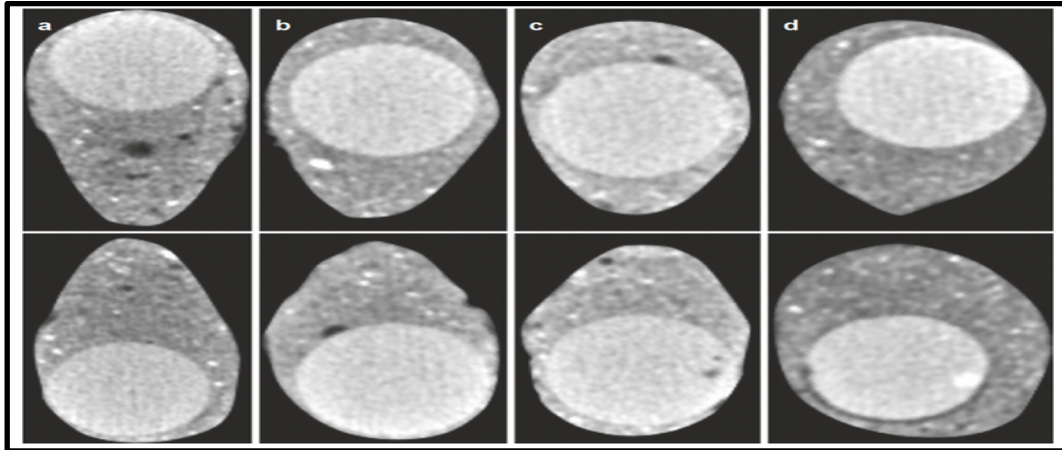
As imagens transversais do micro-CT dos canais radiculares, obturadas com BioRoot™ RCS e um único cone de guta-percha pelo clínico geral (a), endodontista (b), estudante de pós-graduação em endodontia (c), e estudante do quarto ano de medicina dentária (d). (Adaptado de Camilleri e drukteinis 2021)
